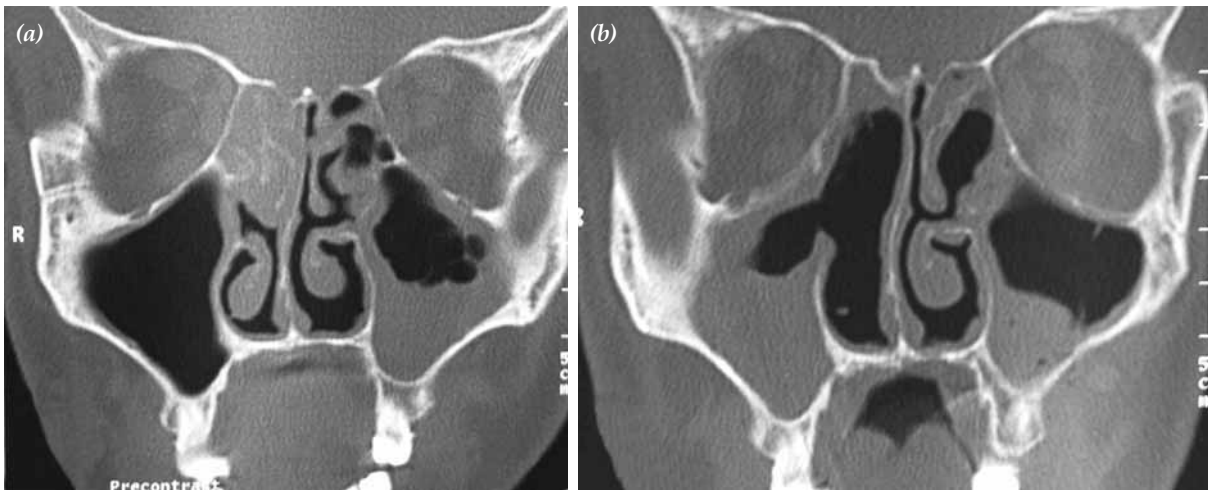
Nazofarenks anjiyofibromu; 18 numaralı hastanın (a) ameliyat öncesi aksiyal tomografi kesiti, (b) ameliyat sonrası görünümü.
